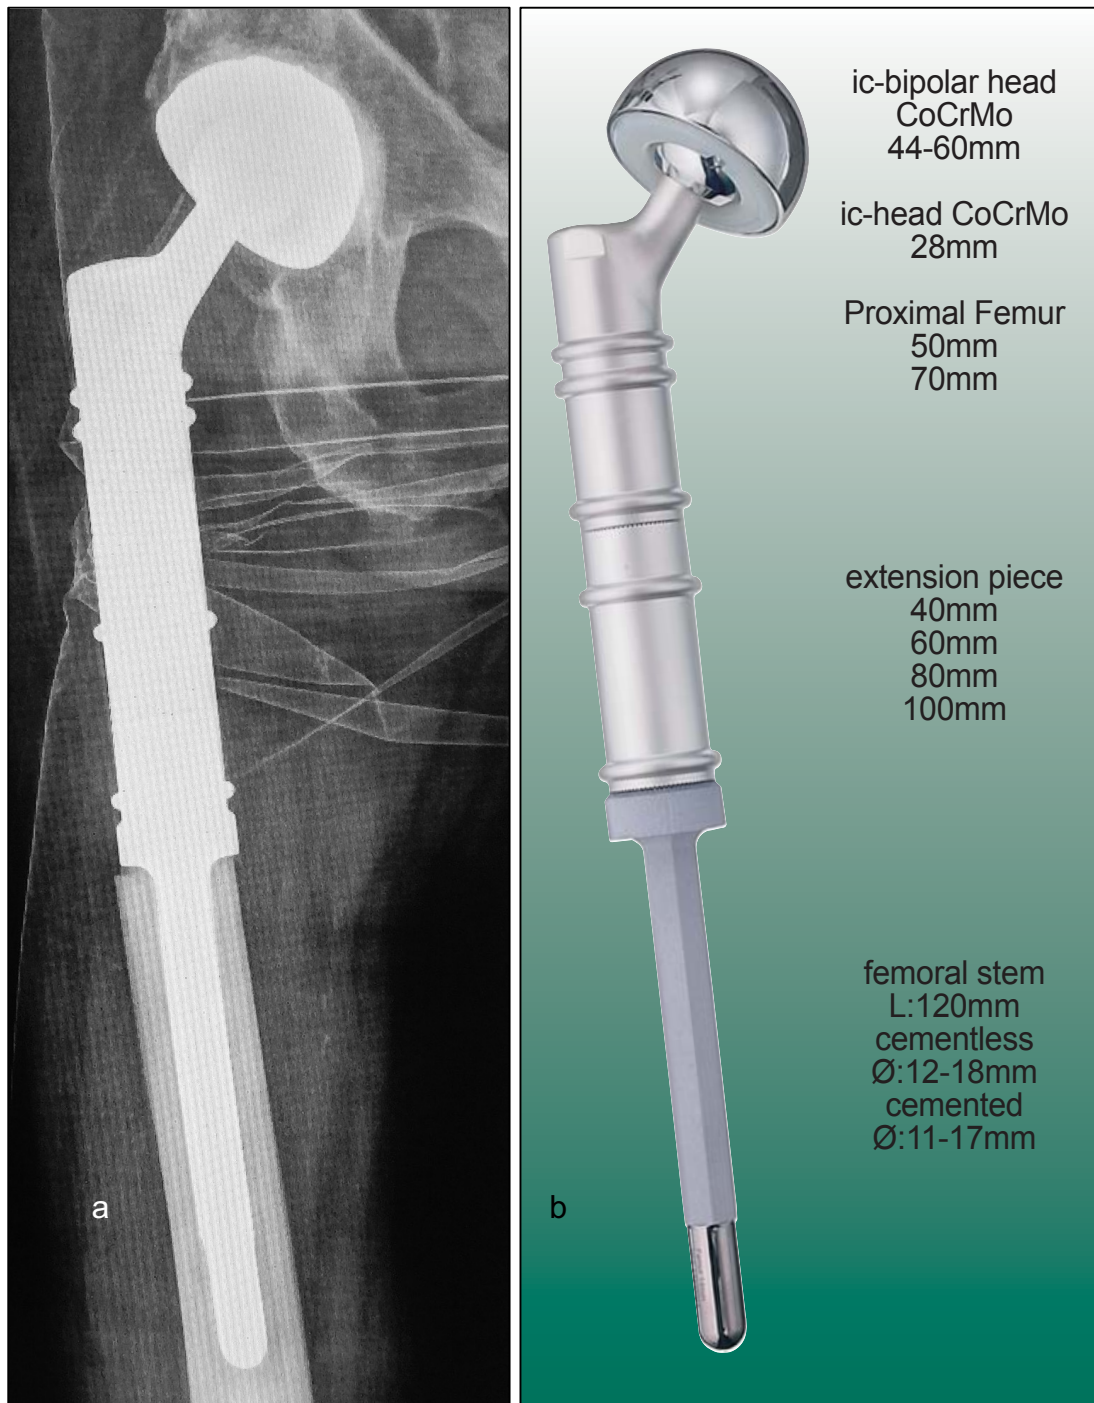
MUTARS® proximales Femur a. Röntgen (UK Bonn Radiologie) und b. Systemübersicht (Implantcast, Buxtehude, Deutschland, Genehmigung der Fa. Implantcast liegt vor)
